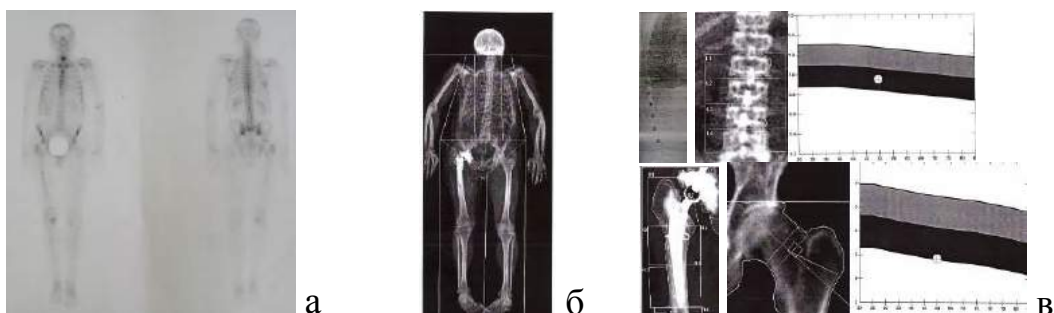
♂, 49 лет. Лучевой мониторинг через 3 года после артропластики; а – остеосцинтиграмма (накопление радиофармпрепарата в области проксимального отдела и диафиза бедра); б – DEXA в режиме all body, в - проксимальный отдел бедра (T- score=-2,6; Z-score=-1,9); поясничный отдел (T- score=-1,3; Z-score=-0,9)
